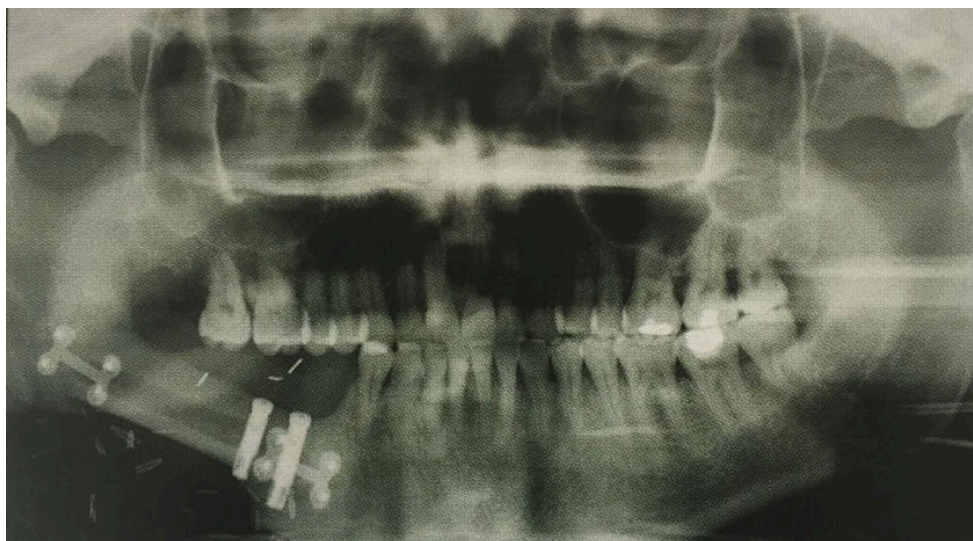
Radiographie panoramique d'une future prothèse fixée implanto-portée sur greffon de fibula (11)
